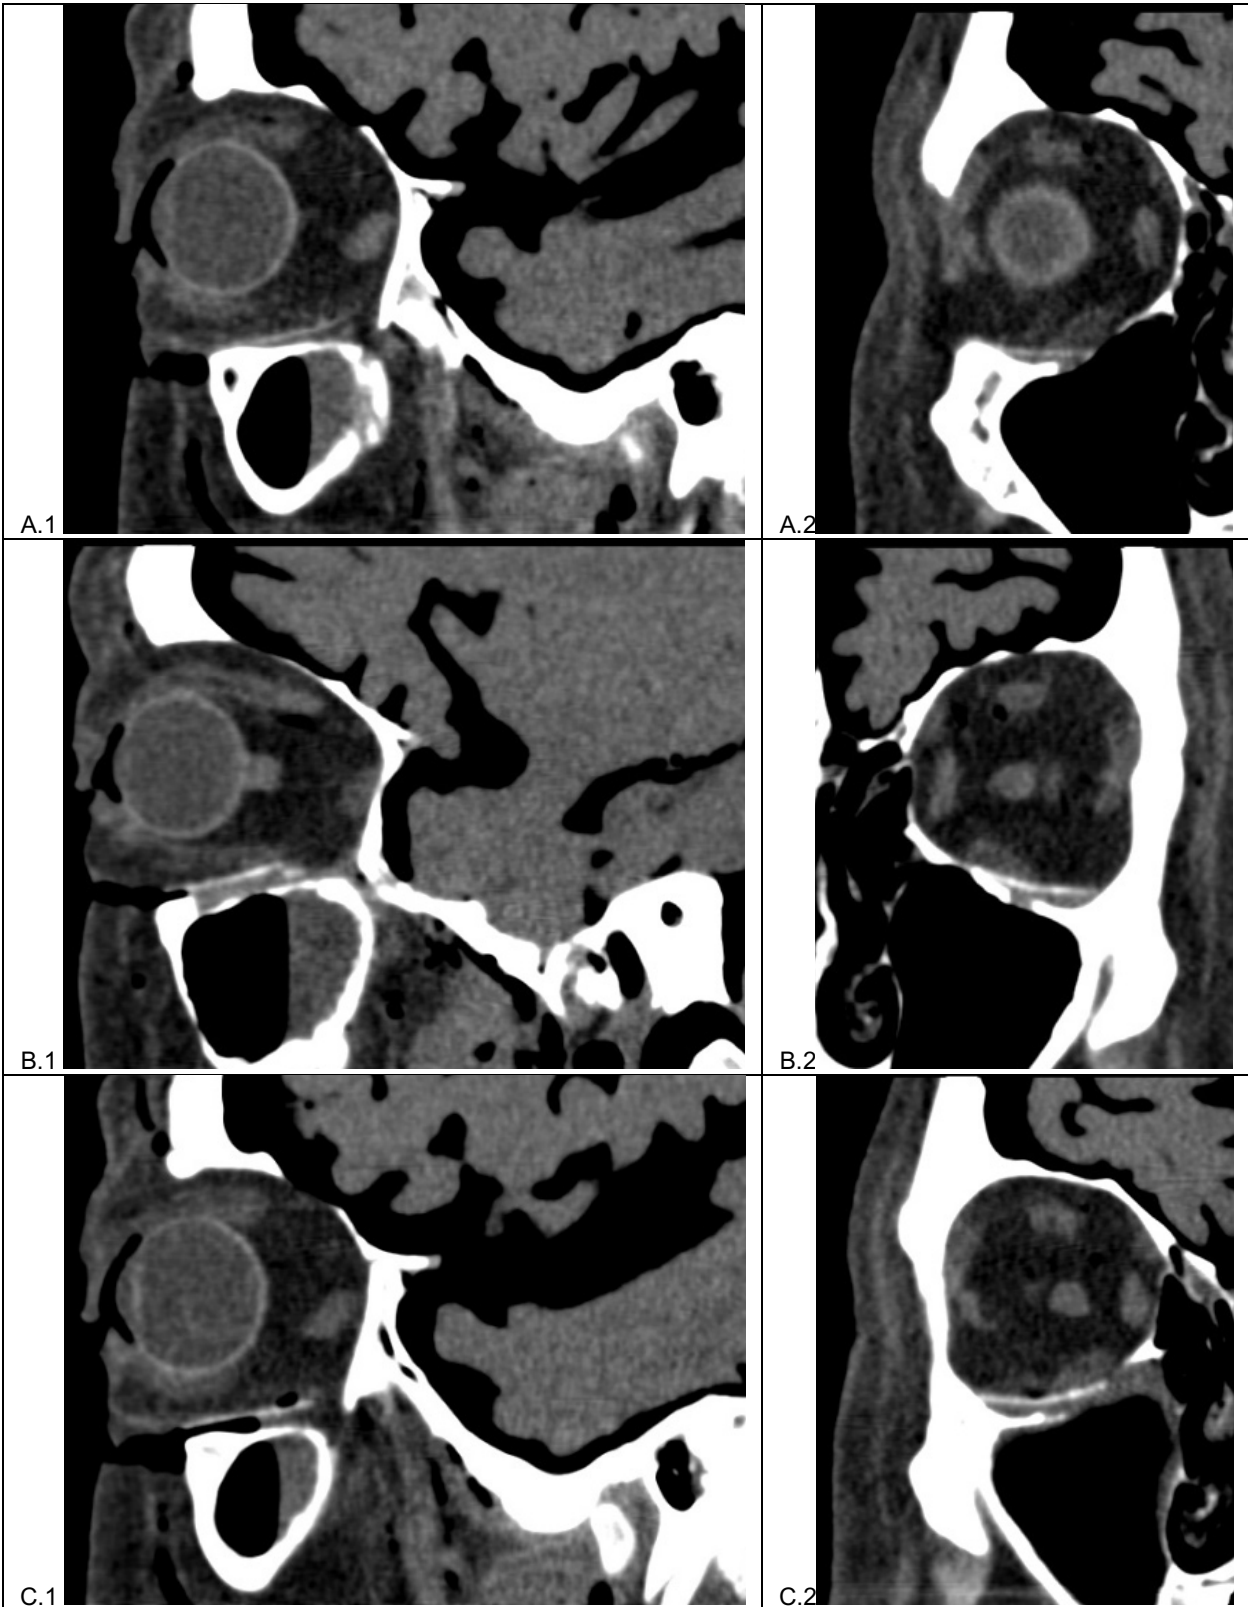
Studienobjekt 2 (PDLLA (PLLA:PDLA; 50:50) + $\approx 10\%$ Mg) im CT-Weichteilfenster, A.1 und A.2: Studienobjekt 2, 0,3 mm, B.1 und B.2 Studienobjekt 2, 0,6 mm; C.1 und C.2 Studienobjekt 2, 1,0 mm
